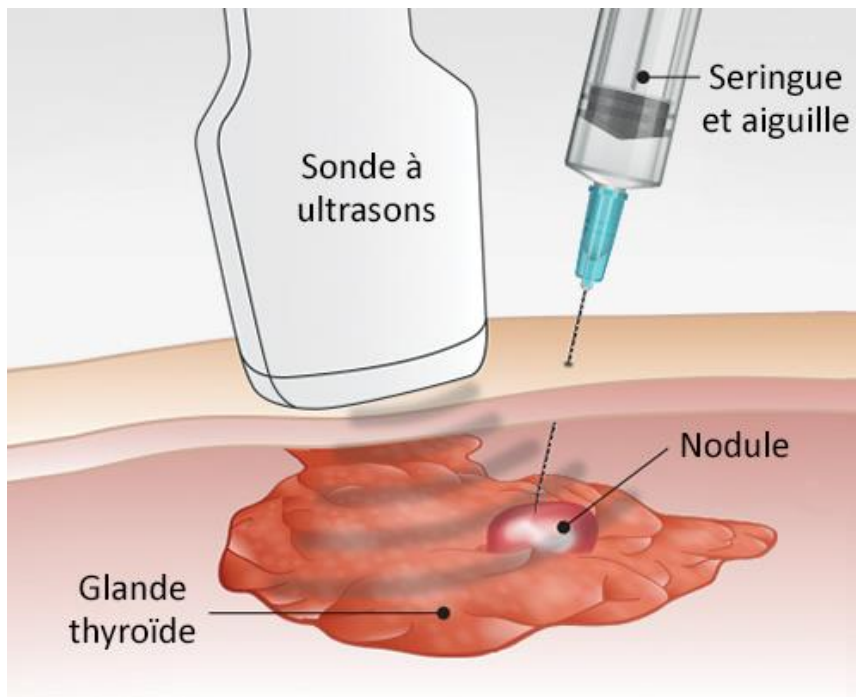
Cytoponction à l'aiguille fine sous guidage échographique (75)
